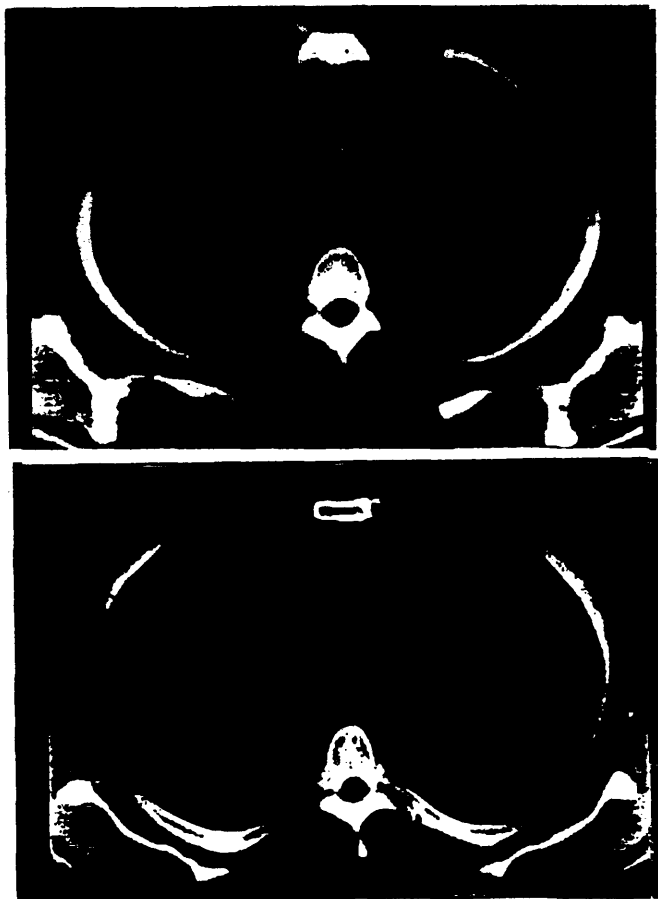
A y B : Regiones paratraqueales derecha e izquierda normales (2R y 2L). Se observan los 3 troncos supraórticos y por delante las venas innominada izquierda y braquiocéflica derecha. En la mediastinoscopia se encontró una adenopatía infiltrada en 2R. Falso negativo del CT. En un corte inferior aparece el arco aórtico. Regiones 4R, y 6 normales.
